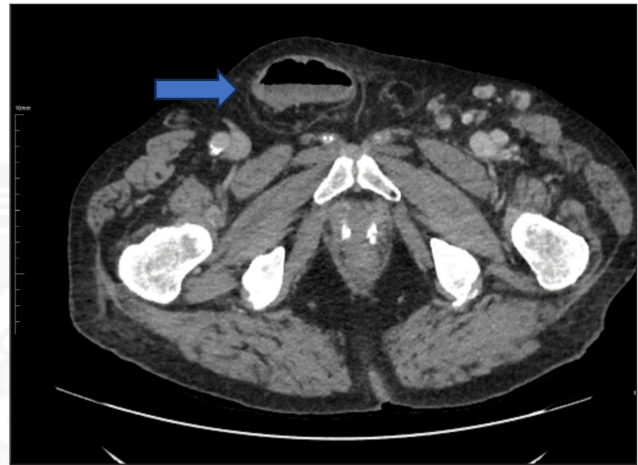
Axial CT image shows enlarged right inguinal canal and inguinal herniation (Arrow).
